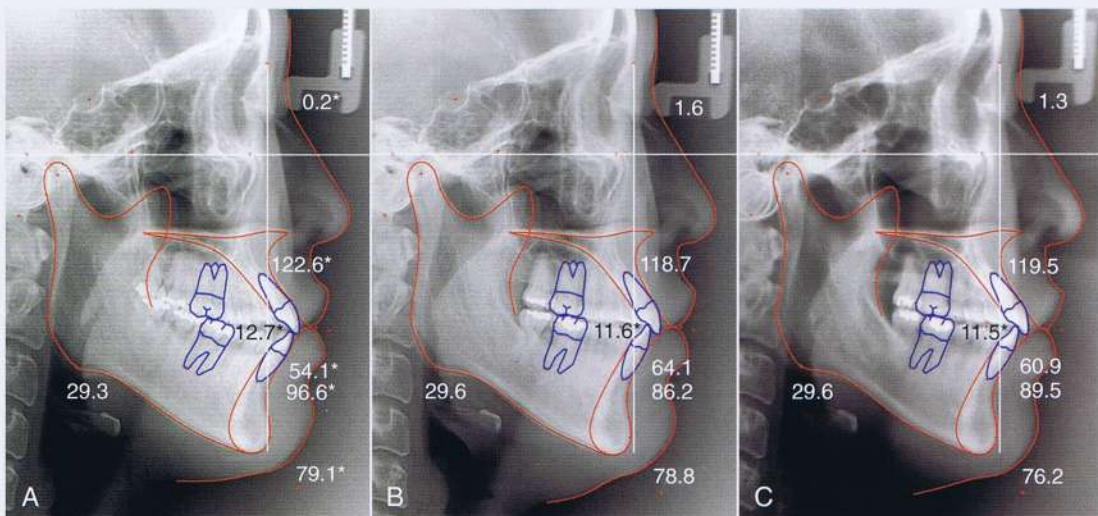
A, radiografías y trazos cefalométricos pre (B) post-tratamiento de PK. C, retención. Nótese la diferencia en el plano oclusal y la inclinación molar entre las imágenes pre y post-tratamiento.
